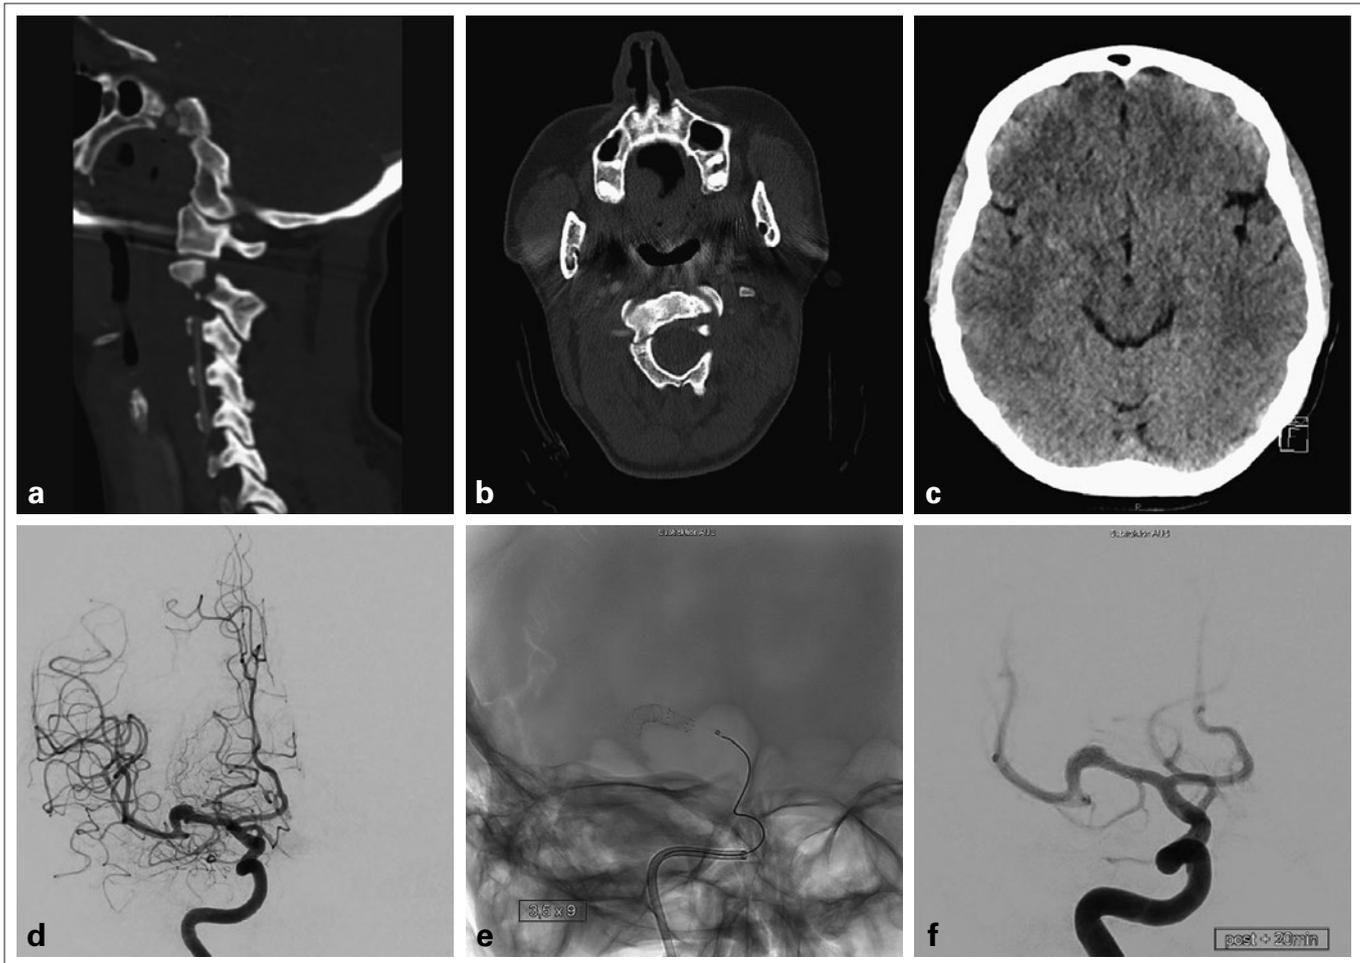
Die 54-jährige Patientin erlitt bei einem Verkehrsunfall eine HWK-2-Fraktur (a, b) und eine Commotio cerebri. Das zerebrale CT zeigte in der Sylvische Fissur eine kleine umschriebene Hyperdensität (c). Angiographisch fand sich ein fusiformes Dissektionsaneurysma der rechten Arteria cerebri media (d). Das Aneurysma wurde durch zwei flusskorrigierende Stents (e, f) behandelt (p64 3,5 × 21 mm und p64 3,5 × 9 mm, Phenox, Bochum, Deutschland) und bildete sich in der Folge vollständig zurück.
